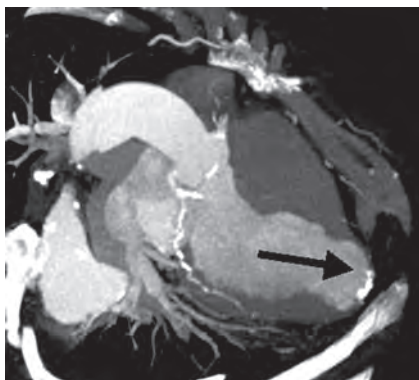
Разрыв межжелудочковой перегородки при обширном трансмуральном инфаркте миокарда (высокоскоростная 64-спиральная компьютерная томография)
